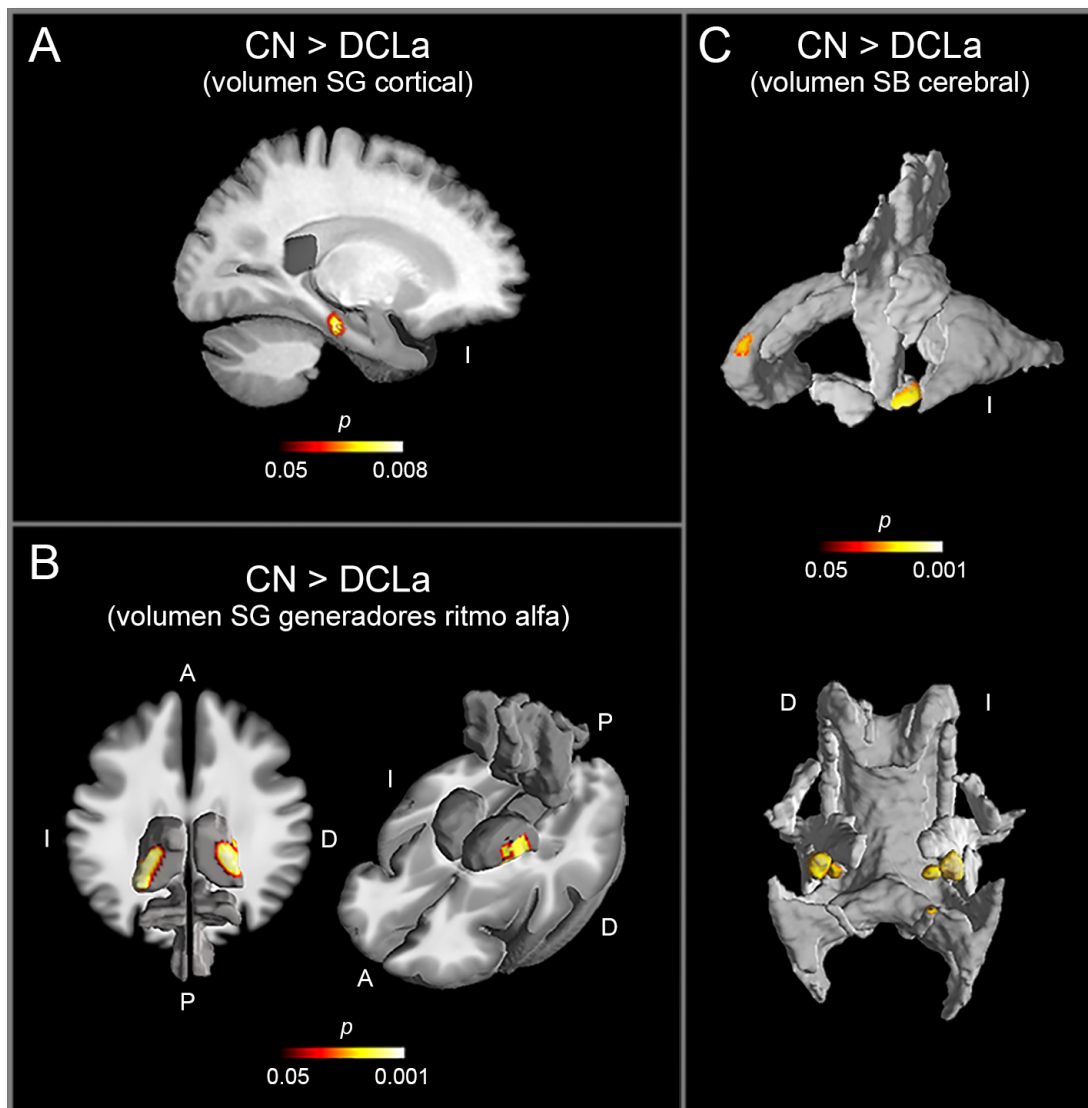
I Diferencias de grupo a nivel neuroanatómico (RM). A. Diferencias significativas de volumen de SG cortical al comparar CN con DCLa. B. Diferencias significativas de volumen de SG de los generadores neuroeléctricos del ritmo alfa al comparar CN con DCLa. (C). Diferencias significativas de volumen de SB cerebral al comparar CN con DCLa. I: Izquierdo; D: Derecho; A: Anterior; P: Posterior; SB: sustancia blanca; SG: sustancia gris. Análisis corregidos por FWE ($p < 0,05$).
